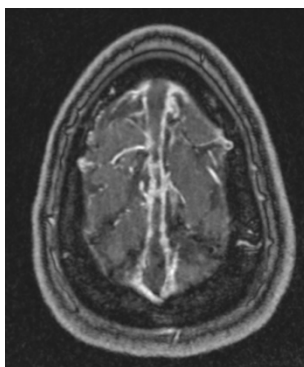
RM Axial trombosis SSS
